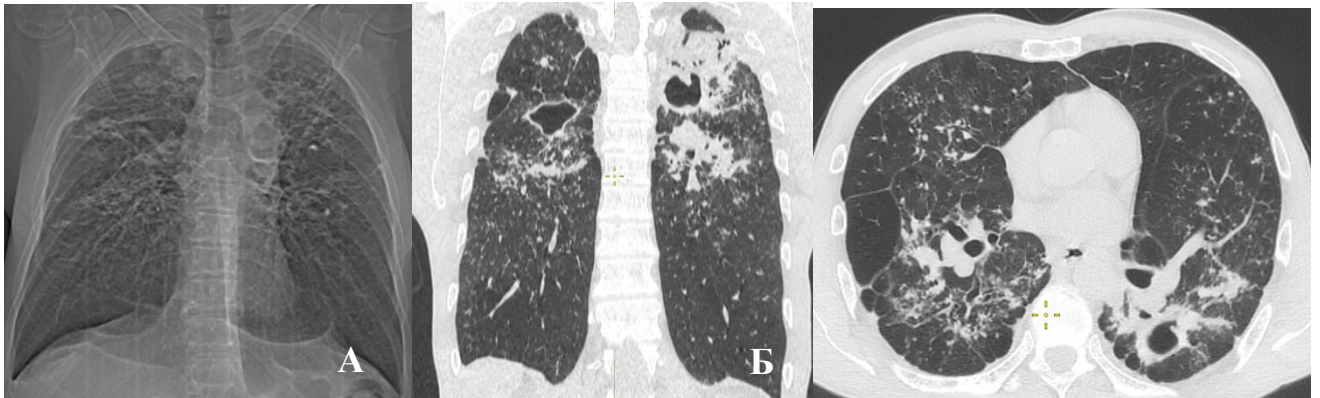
РГ (А) и МСКТ (Б) органов грудной клетки при поступлении
